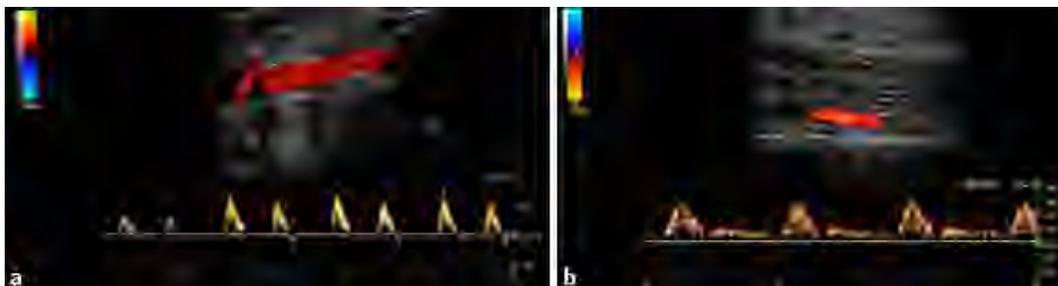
◀ Duplexsonographische Bilder der A. poplitea (a) und A. fibularis (b)
